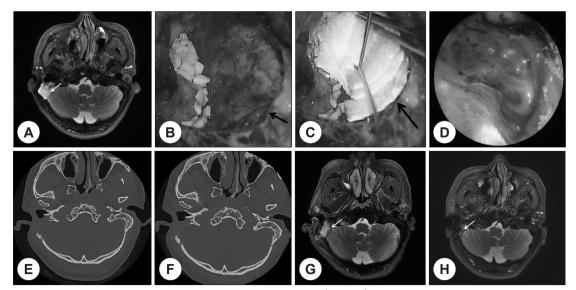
A: Internal auditory canal magnetic resonance imaging (IAC MRI). Preoperative axial T2 weighed MR scan shows the high signal density(choleteatoma) extending to dura mater (white arrow) in the right temporal bone. B: Intraoperative photograph. After canal wall mastoidectomy, the dura mater (black arrow) was exposed. C: Intraoperative photograph. The dura mater exposure site was coated with Tachosil (black arrow) after posterior canal wall mastoidectomy. D: Otoscopic finding 6 months after surgery. The photo of right tympanic membrane show the well reconstructed posterior canal wall and clear epitympanum. There is no perforation and retraction. E & F: Axial scan of temporal bone computed tomography (CT). There are no evidence of disease in 8 & 22 months after surgery. G: Internal auditory canal magnetic resonance imaging (IAC MRI). Postoperative 20 days axial T2 weighed MR scan shows the Tachosil is seen in the right mastoid cavity. H: Internal auditory canal magnetic resonance imaging (IAC MRI). Postoperative 8 months axial T2 weighed MR scan shows the soft tissue density is seen in the right mastoid cavity.
